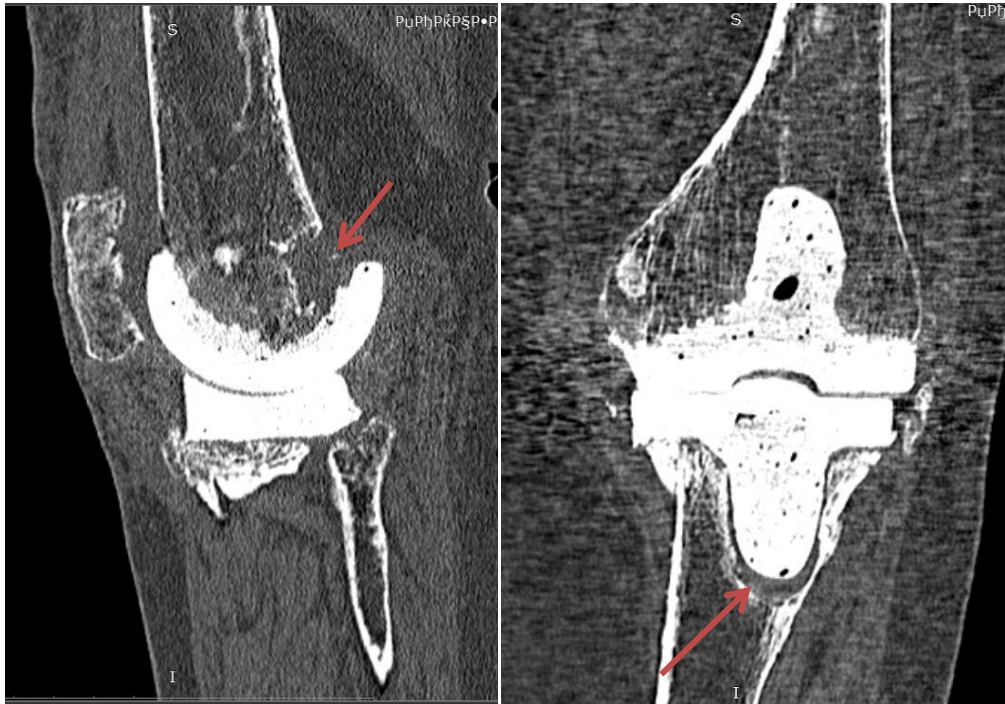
КТ-срезы пациентки П. Красной стрелкой отмечены некомпенсированные дефекты бедренной и большеберцовой костей.
